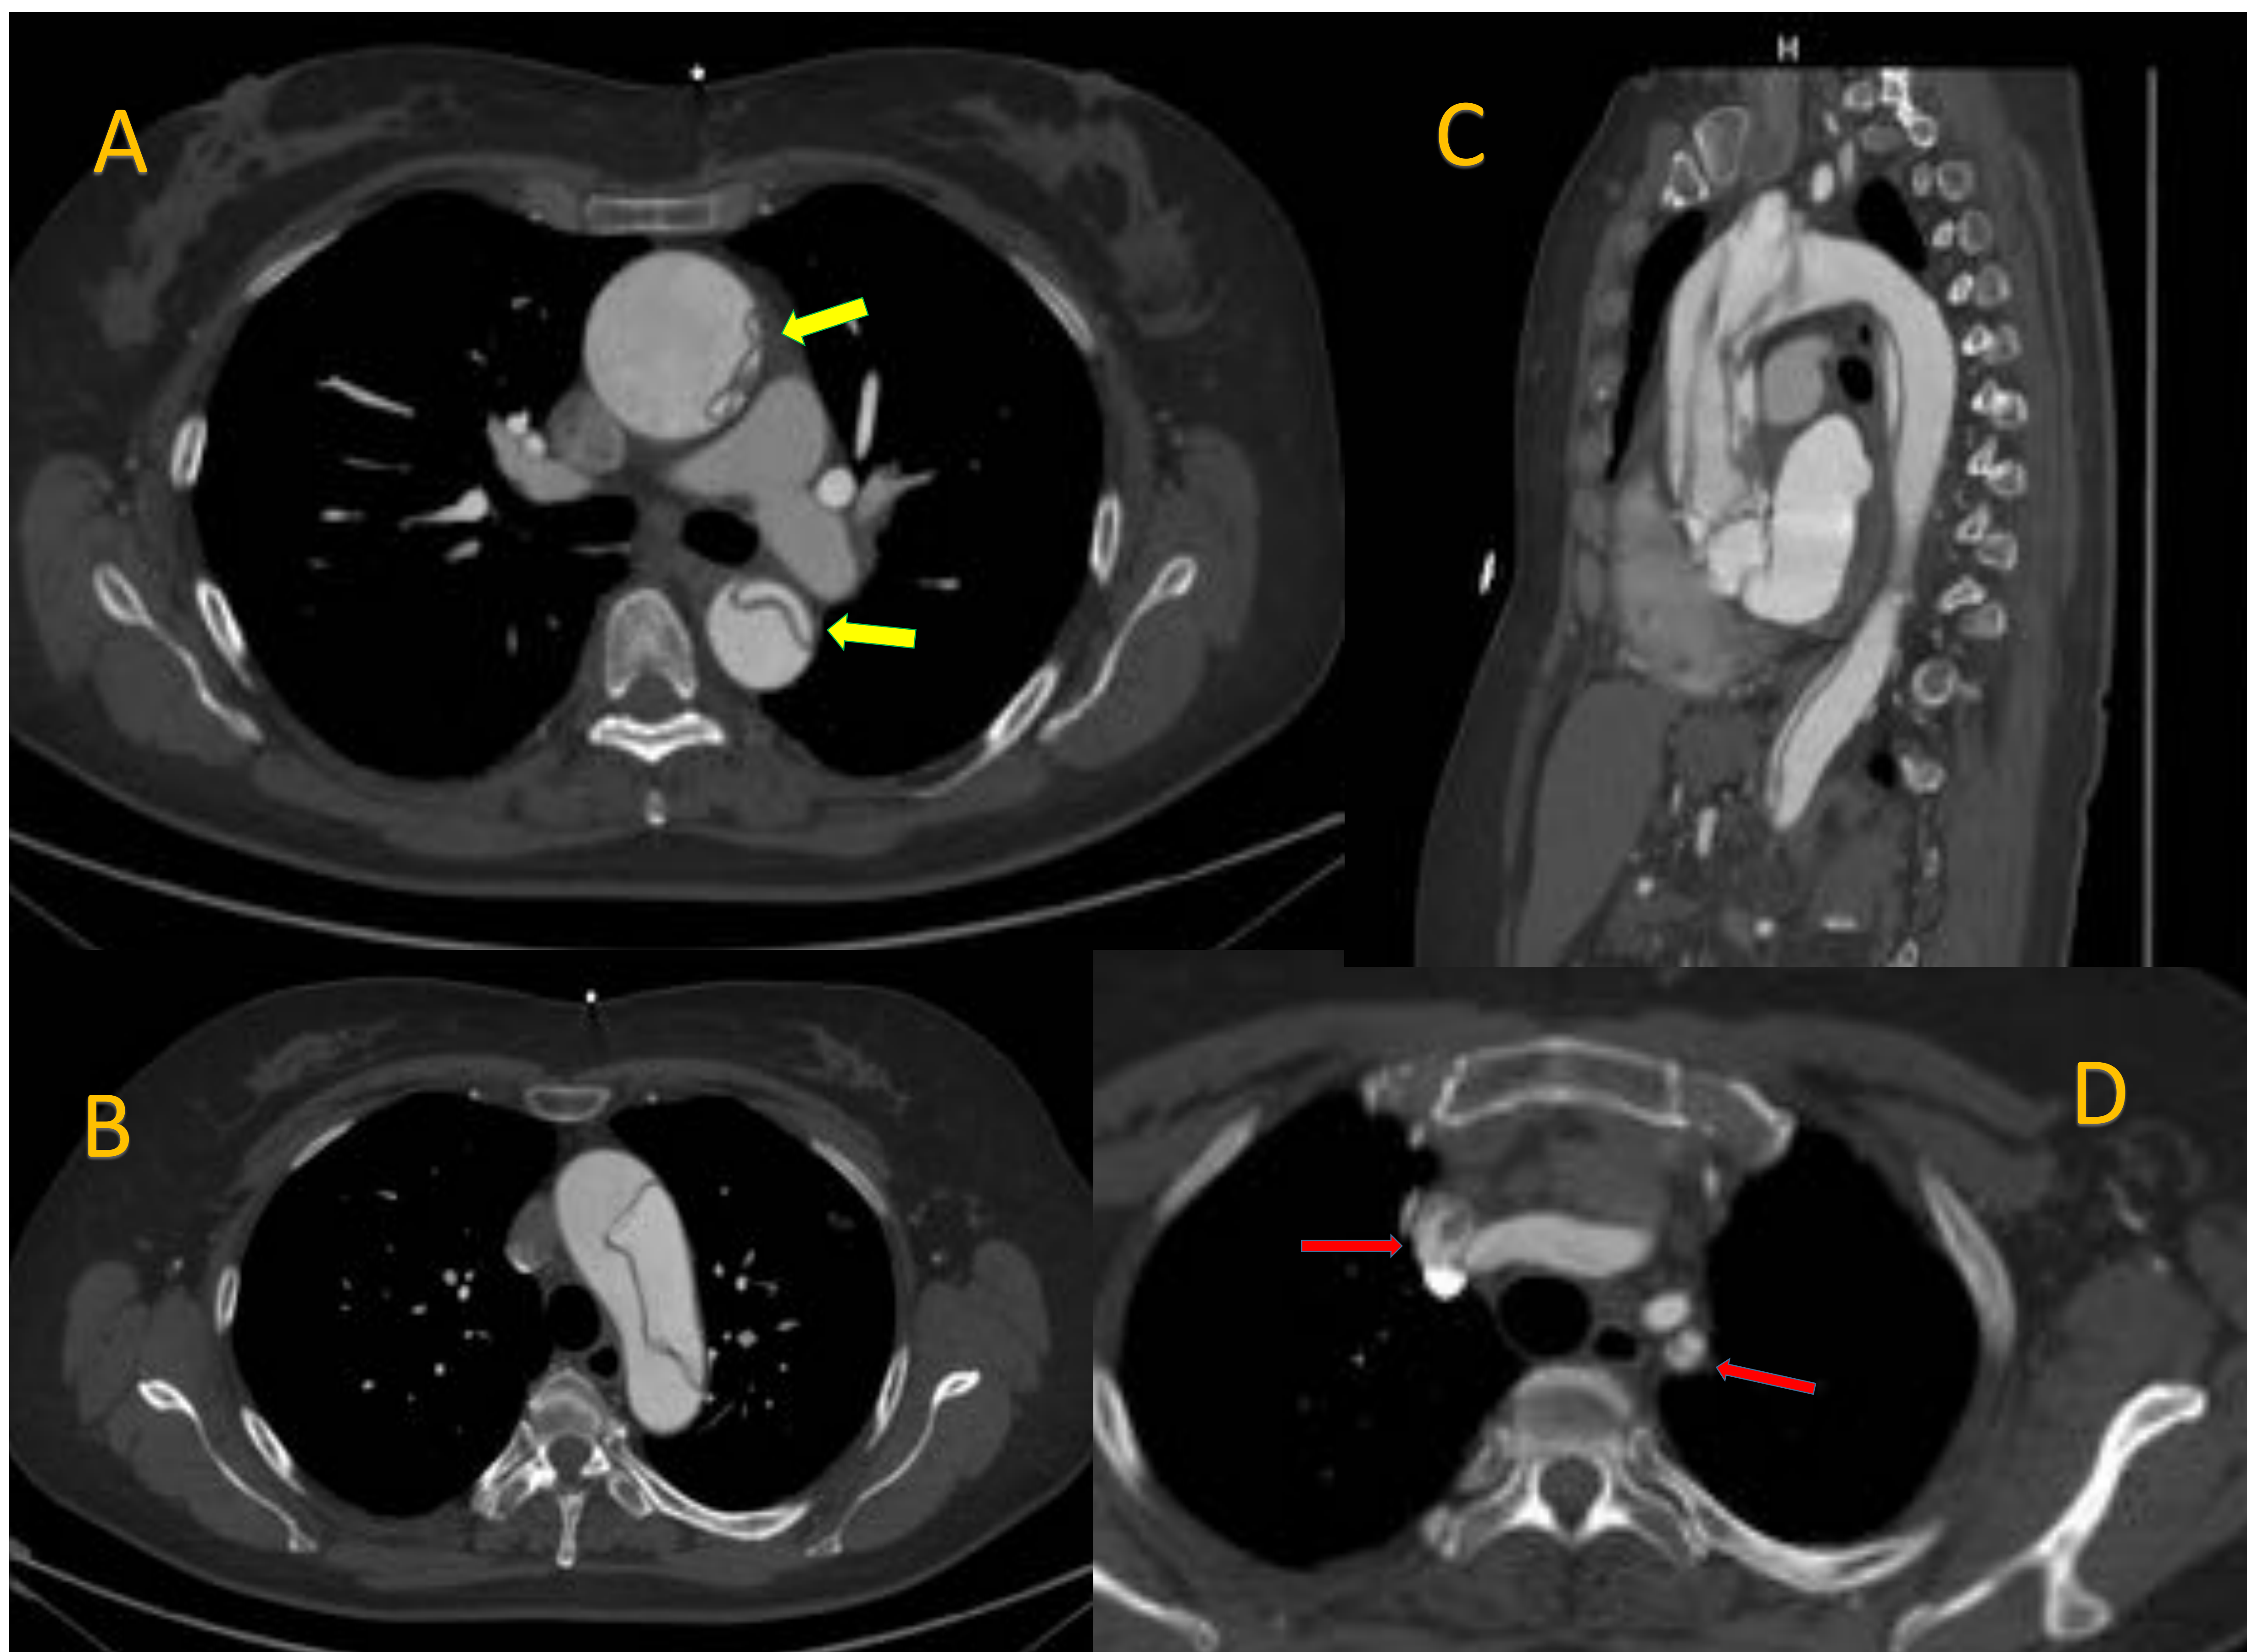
TC tórax, abdomen y pelvis con contraste en fase arterial. Cortes axiales (A, B y D) y sagital (C) de una disección de aorta tipo A de Stanford. Hospital Universitario Nuestra Señora de Candelaria.
